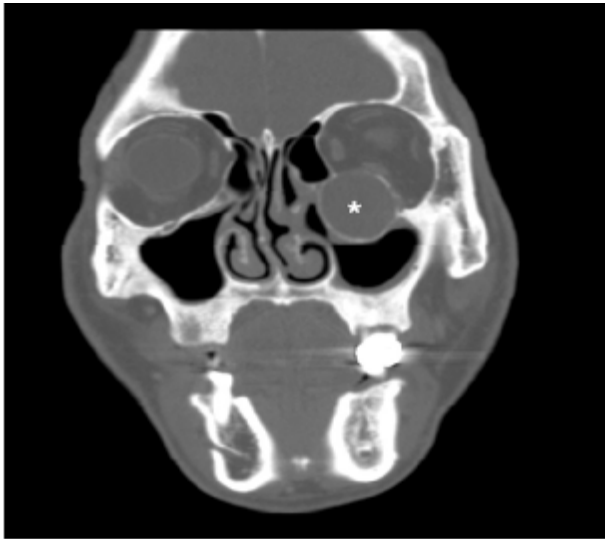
Coronal computed tomography showing a well-circumscribed, expansile lesion (asterisk) in the left Haller cell that extends into the left orbit.
